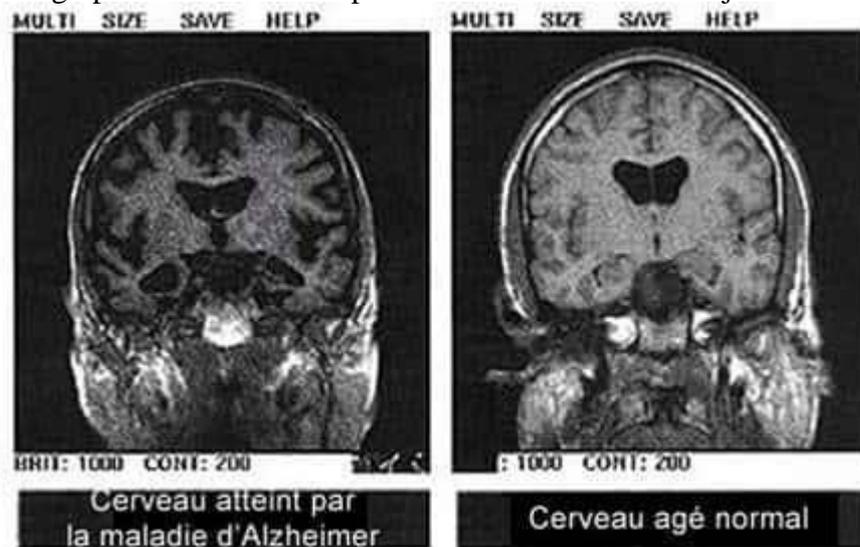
IRM d'un cerveau sain (à droite) et d'un cerveau malade (à gauche) [88].
